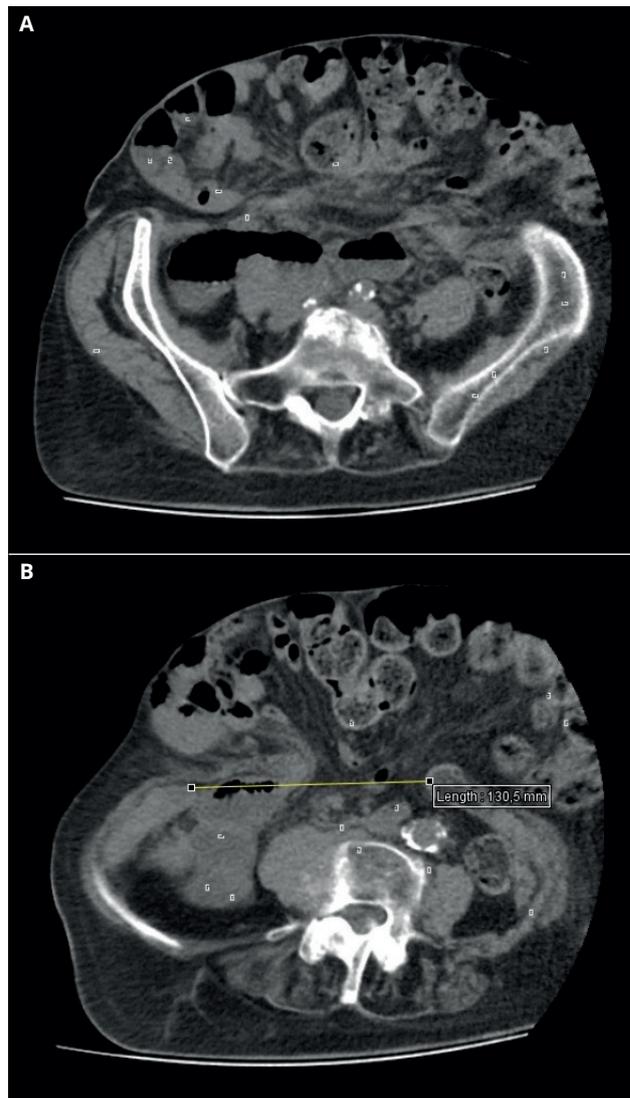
A. Tomografía (corte transversal) donde se visualiza hernia incisional voluminosa y con distensión de asas delgadas y colon. B. Tomografía (corte transversal) donde se visualiza hernia incisional voluminosa y medición de defecto herniario.
